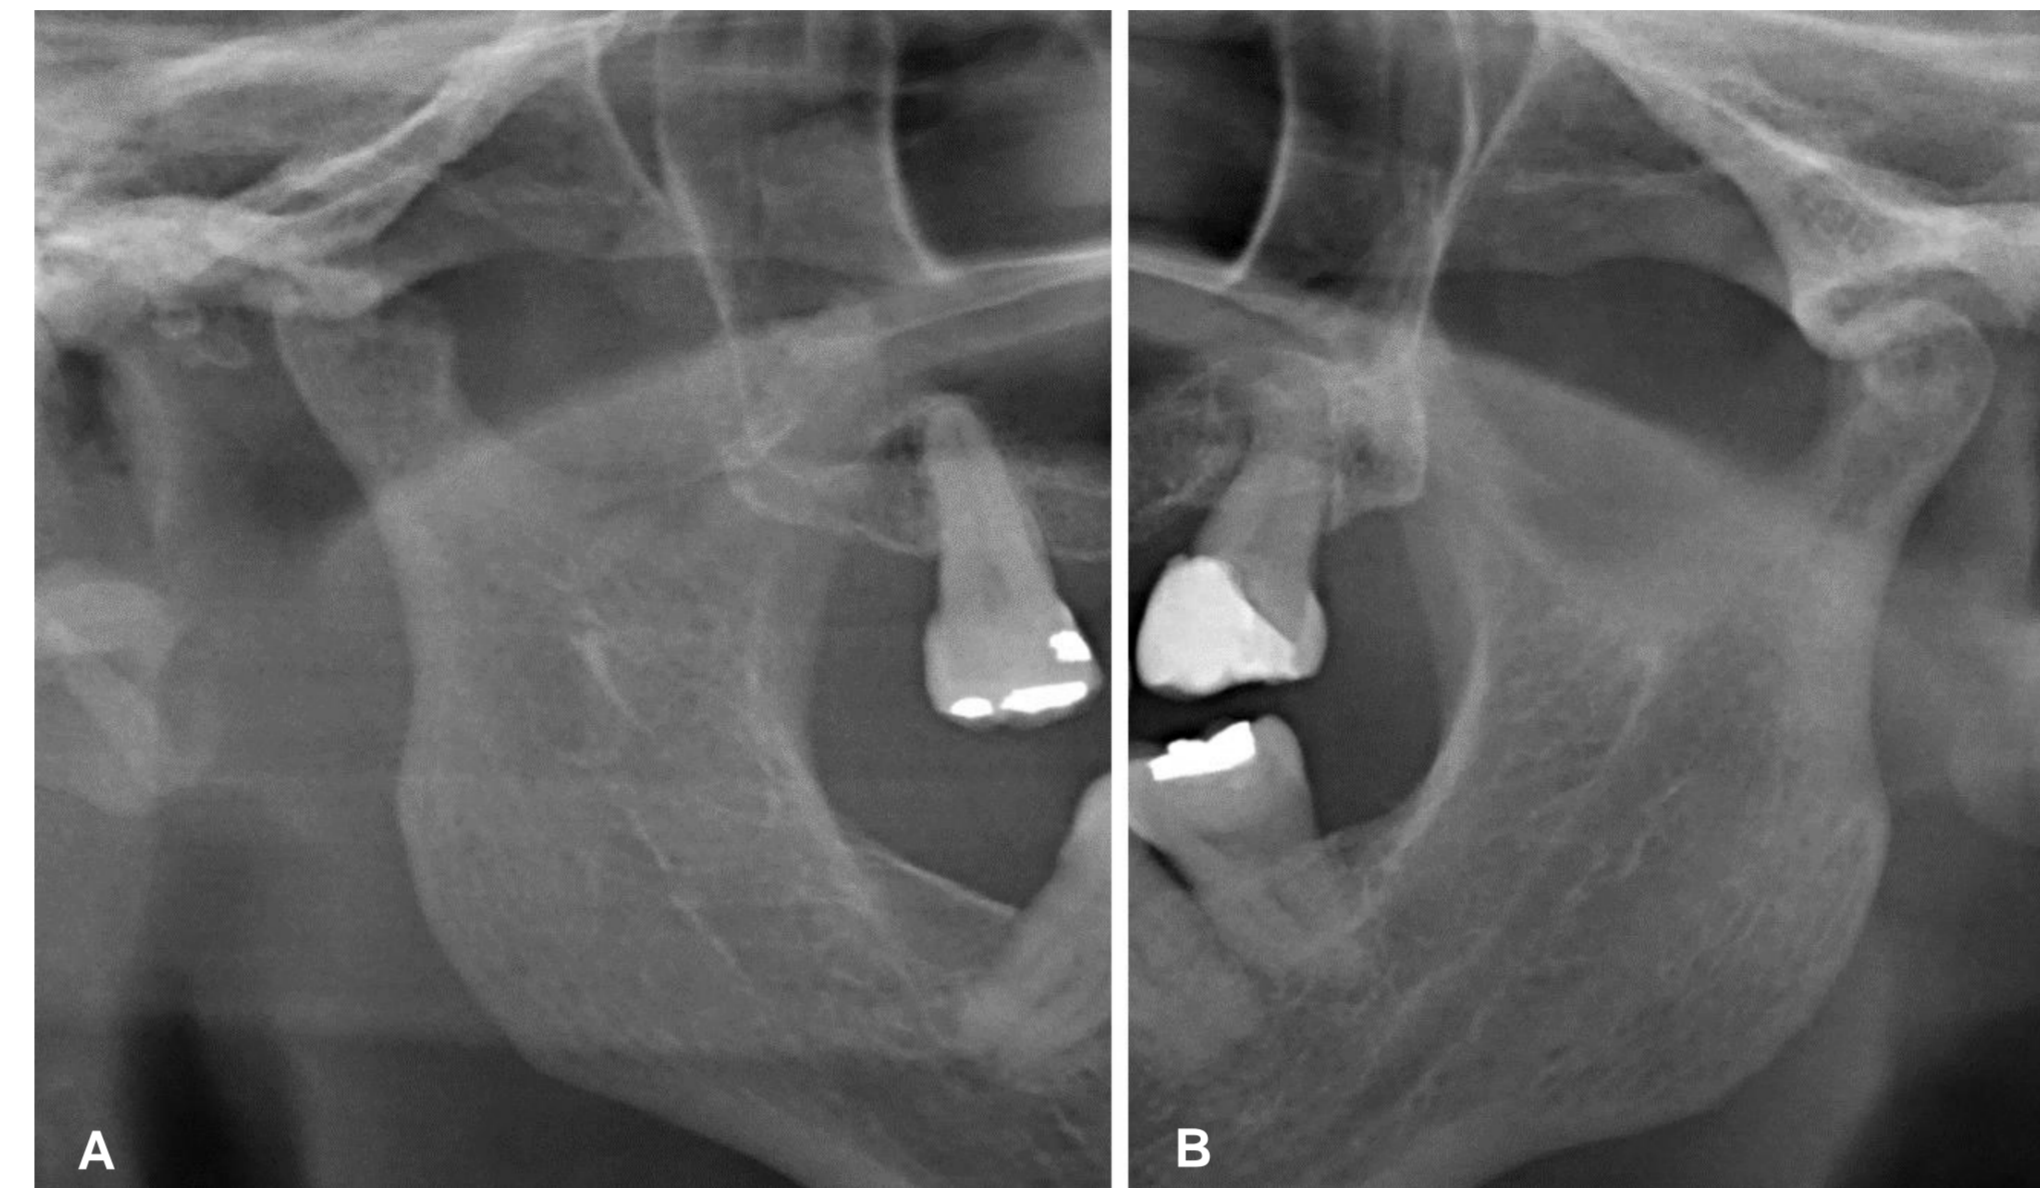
Segmento de ortopantomografía donde se observan áreas calcificadas sobreproyectadas en ATM derecha (A), en comparación con ATM izquierda (B).
